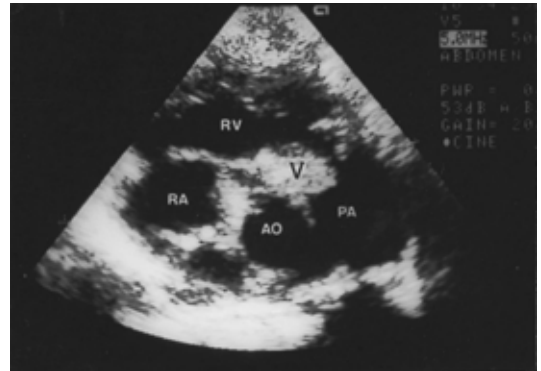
Parasternal short axis view of echocardiography shows a large vegetation(V) attached to the pulmonary valve(case 5). Abbreviations: RA, right atrium; RV, right ventricle; AO, aorta; PA, pulmonary artery.
